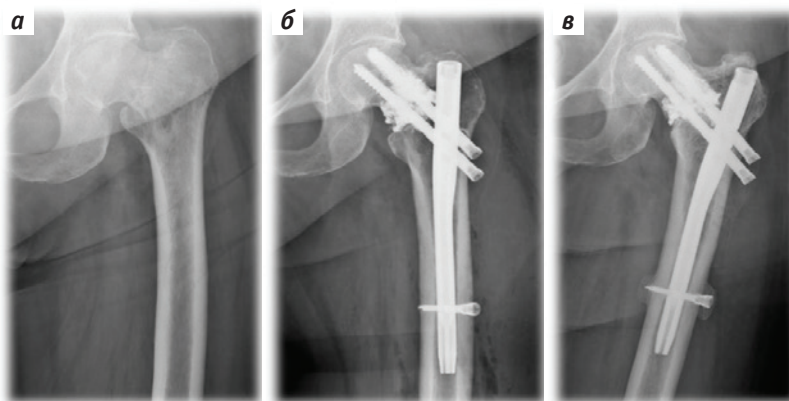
Рентгенограммы пациентки Ж.: а — до операции; б — после операции; в — через 12 мес после операции
